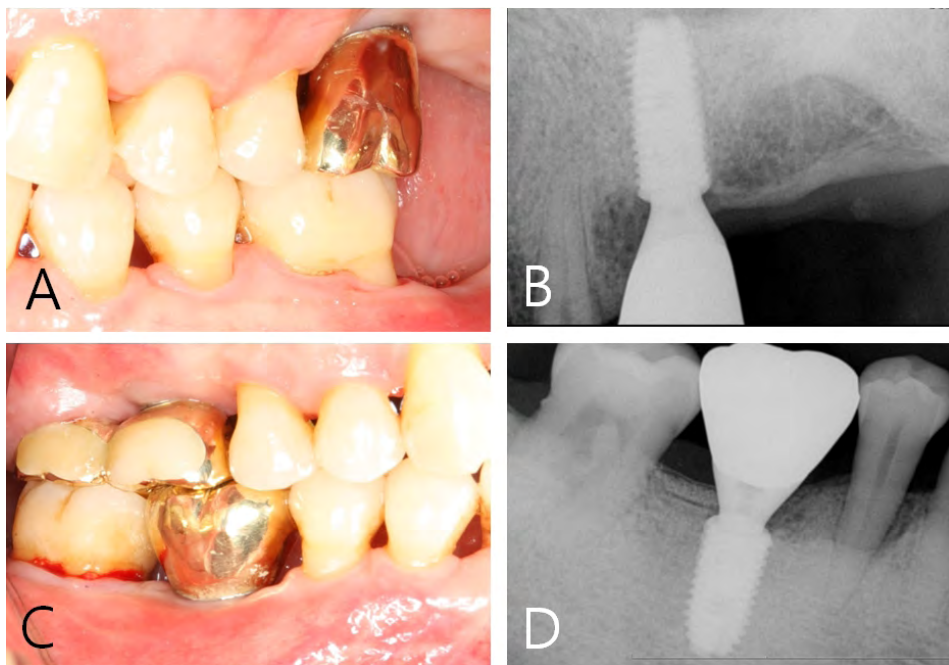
(A, C) Clinical photographs 6 months after the setting of the final prosthesis on #26 and #46. (B, D) Radiograph 6 month after the setting of the final prosthesis. The surgical site was well maintained without inflammatory findings or clinical abnormalities.
